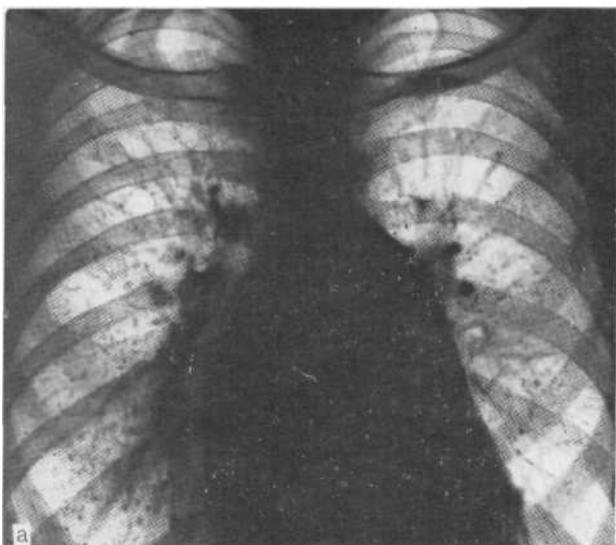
Обзорная рентгенограмма (а) и рентгенограмма в правой косо-экции (б). Митральный стеноз и кардиогенный гемосидероз. Операция.
